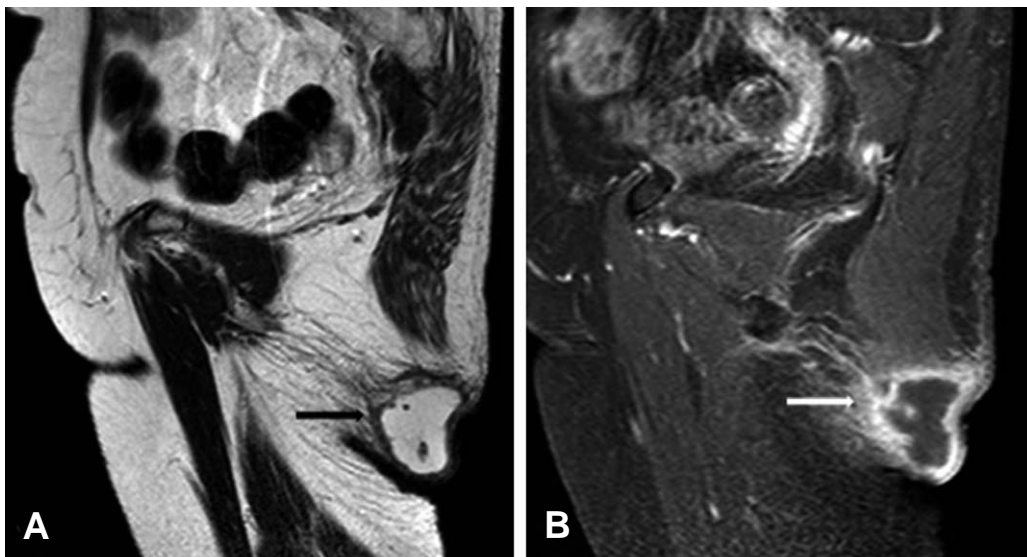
MR images show well margined cystic mass appeared hyperintense on T2 weighted images (A) and the wall was enhanced (B).
